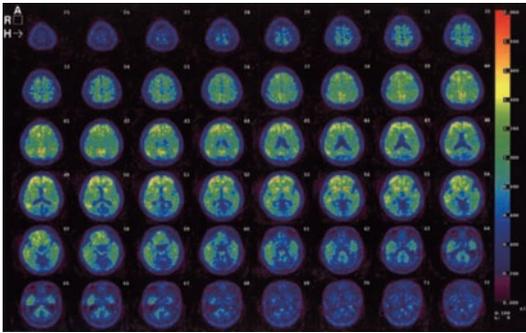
J-ADNI : MCI-baseline (PIB-PET)
